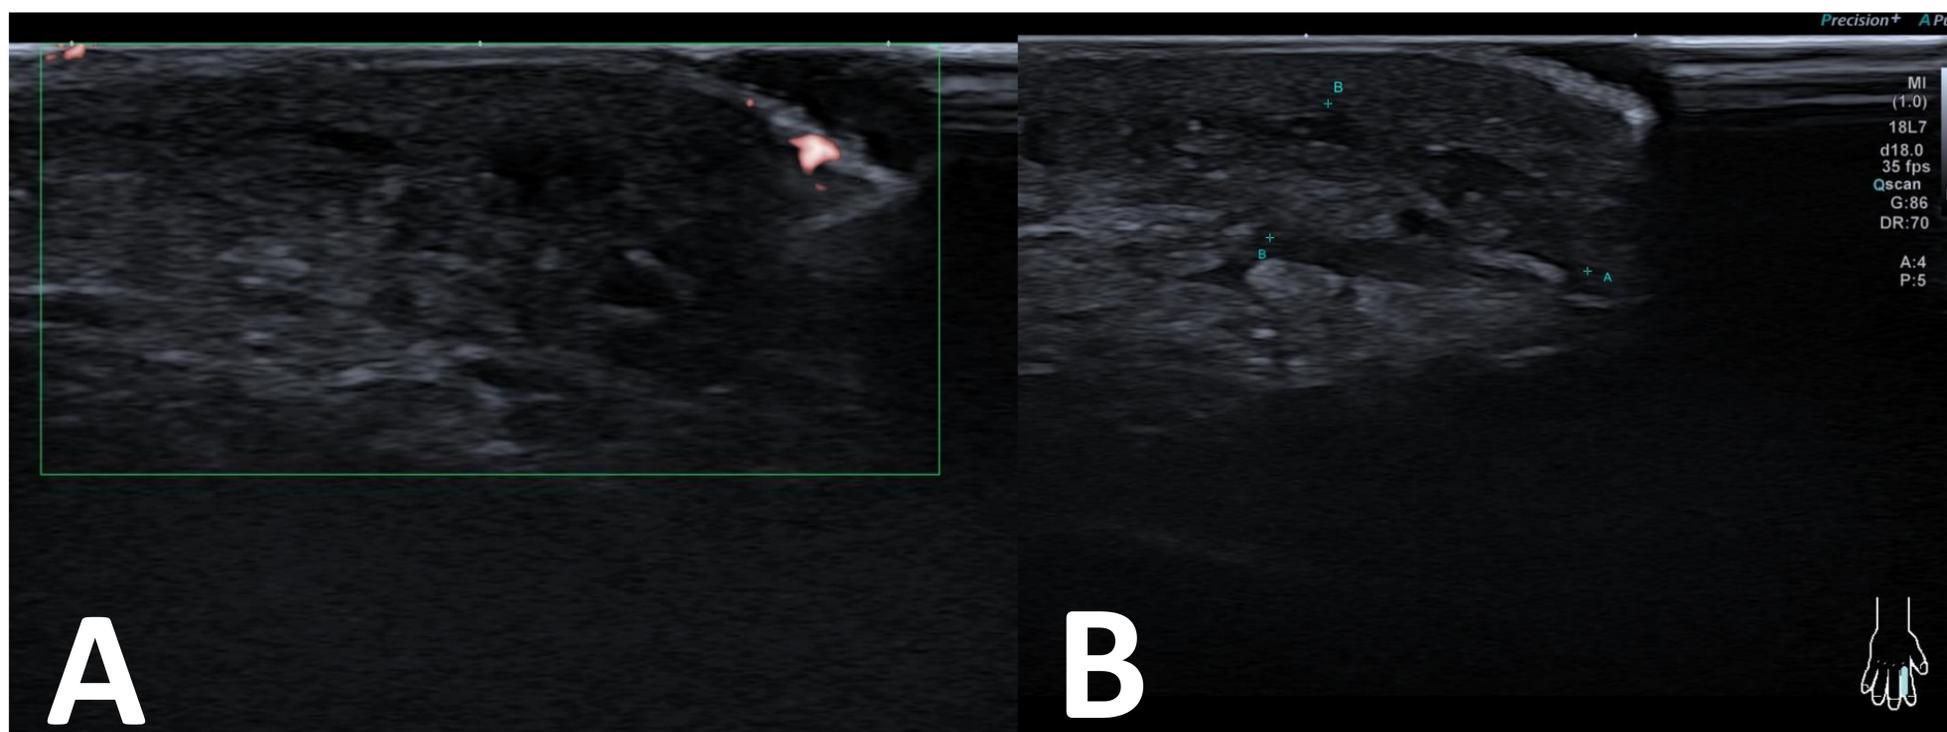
Estudio radiológico del caso. Ecografía de falange proximal de mano derecha. A.(Segunda falange proximal vertiente cubital-Doppler) B.(Segunda falange proximal vertiente cubital) aumento del espesor de la grasa del tejido celular subcutáneo, sin aumento significativo de la vascularización a este nivel con el estudio Doppler.
